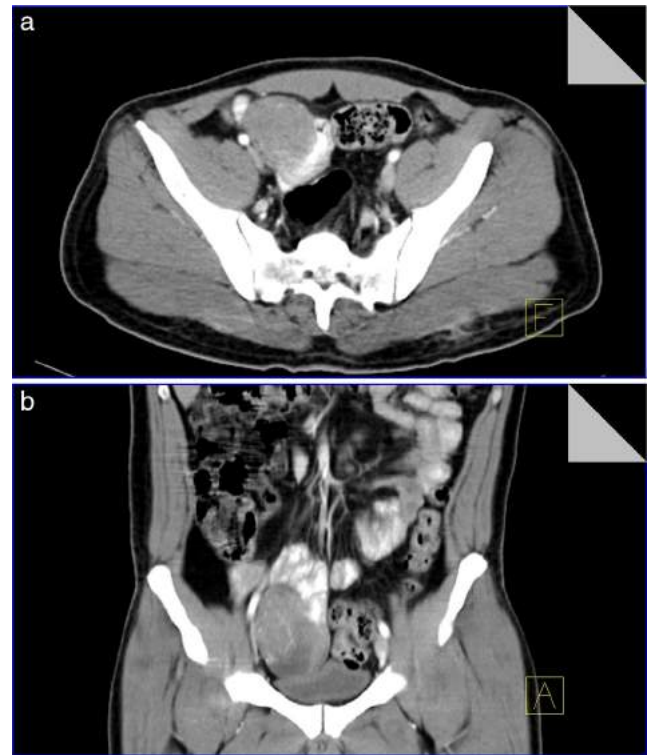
Tomografía simple y contrastada de abdomen en corte axial y con reconstrucción coronal. a) Corte axial donde se identifica un tumor bien definido, redondo, dependiente de la pared del yeyuno, con marcada afinidad por medio de contraste, sin infiltración a tejidos adyacentes. b) Corte coronal donde se confirma dependencia del tumor a pared de asa yeyunal, condicionando moldeamiento del techo vesical sin pérdida de interfase que evidencie infiltración.
